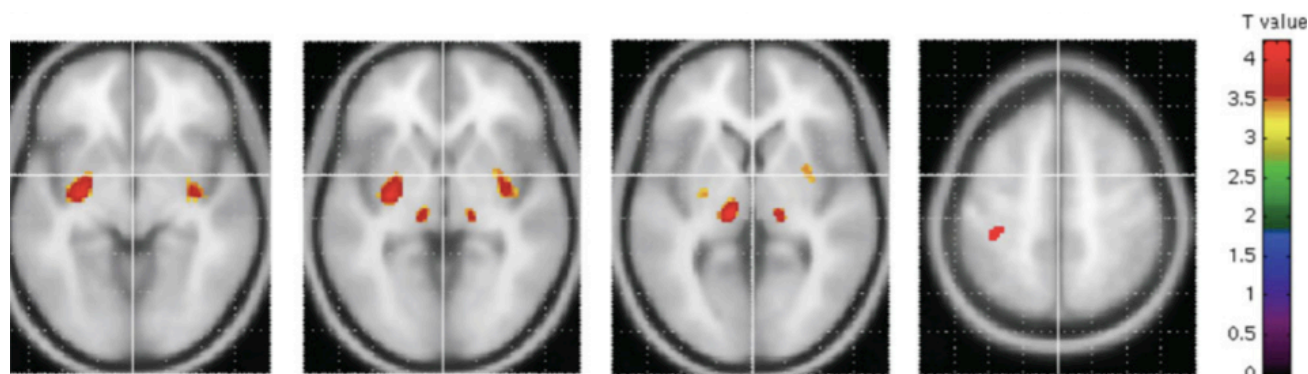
Позитронно-эмиссионная томография с глюкозой пациента с ЛИГБ (Fumal A. et al., 2006)
